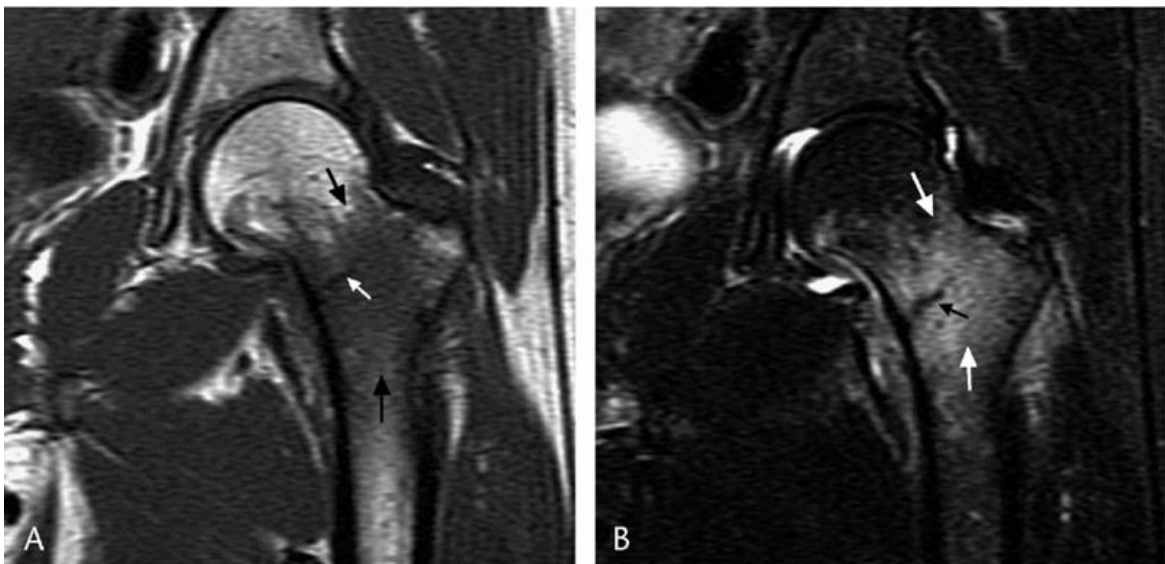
Goldstandart MRT Untersuchung; Stressfraktur im Schenkelhals mit deutlicher Ödembildung(2)
